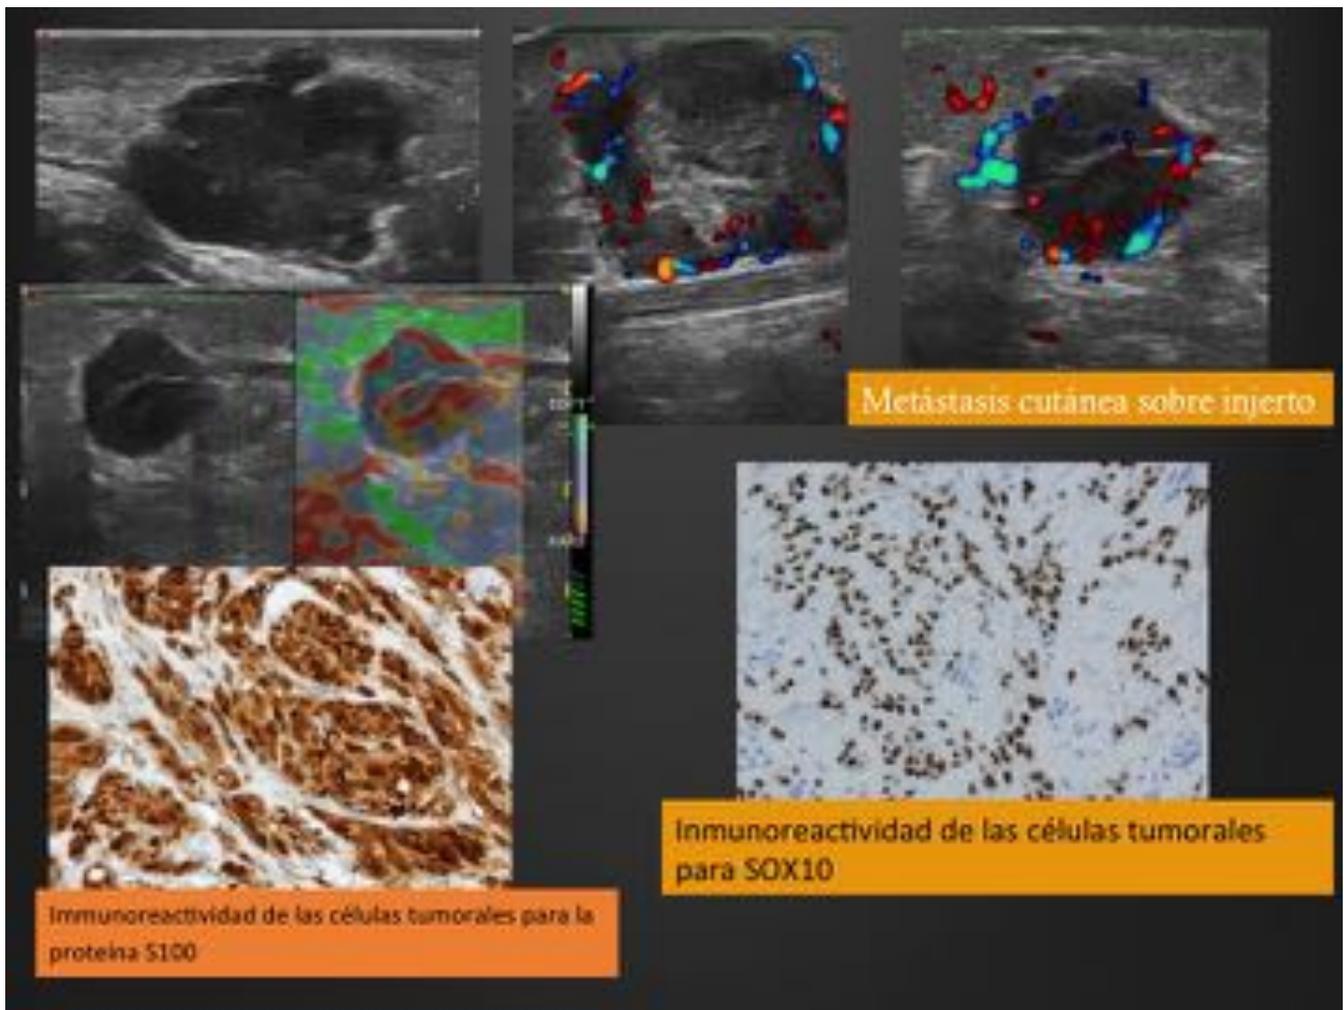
Metástasis cutáneas. La ecografía permite valorar número, localización y profundidad de las lesiones
